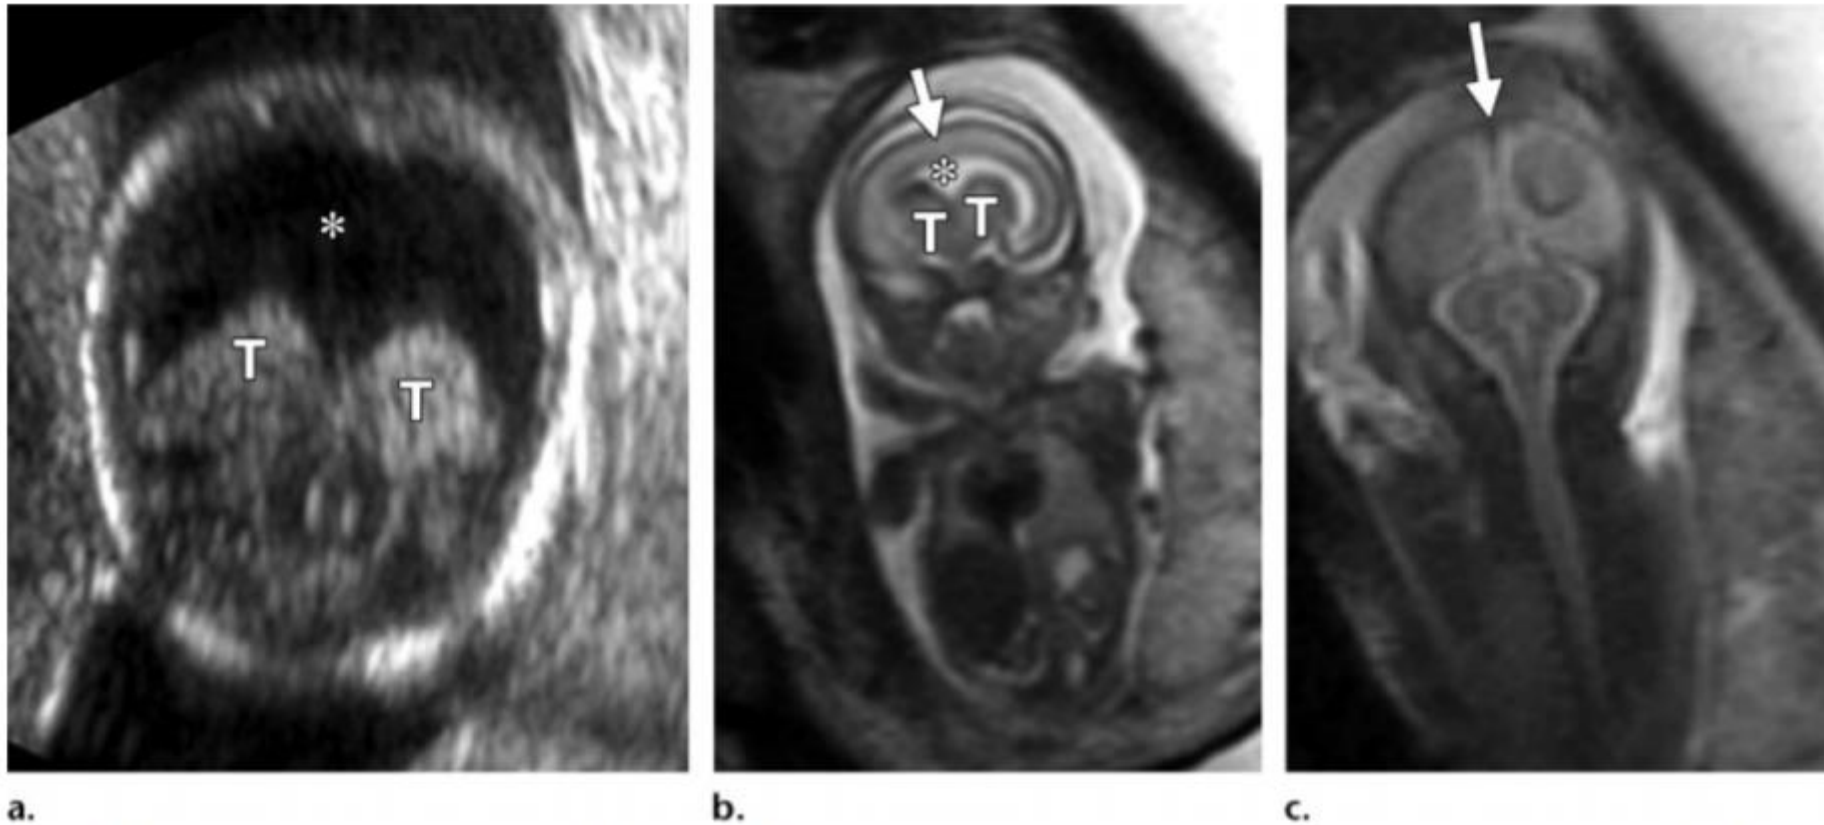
Semilobar HPE. (a) Coronal US image shows a monoventricle (*) and partial fusion of the thalami (*T*). (b) Coronal T2-weighted half-Fourier RARE MR image shows the continuous anterior brain parenchyma (arrow), monoventricle (*), and partially fused thalami (*T*). (c) Coronal T2-weighted half-Fourier RARE MR image more posteriorly shows two occipital lobes separated by the falx (arrow).
